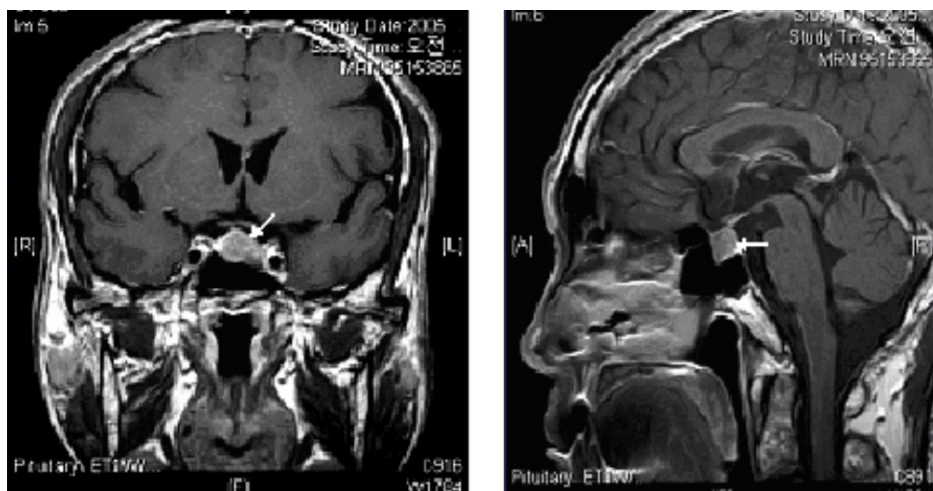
Sellar MRI findings. It is shown as pituitary incidentaloma, such as macroadenoma. Right side erosion of floor of sella with surrounding slightly low and high signal intensity lesion extending into left side parasella with suprasella and relatively contrast enhancement with right side deviation of infundibulum, about 1.2 cm in length are noted.
